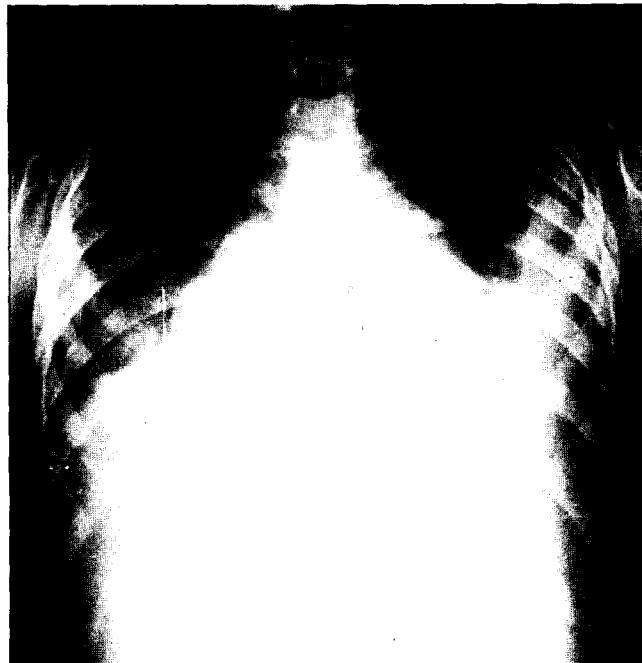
Simple chest X-ray shows bilateral pleural effusion
